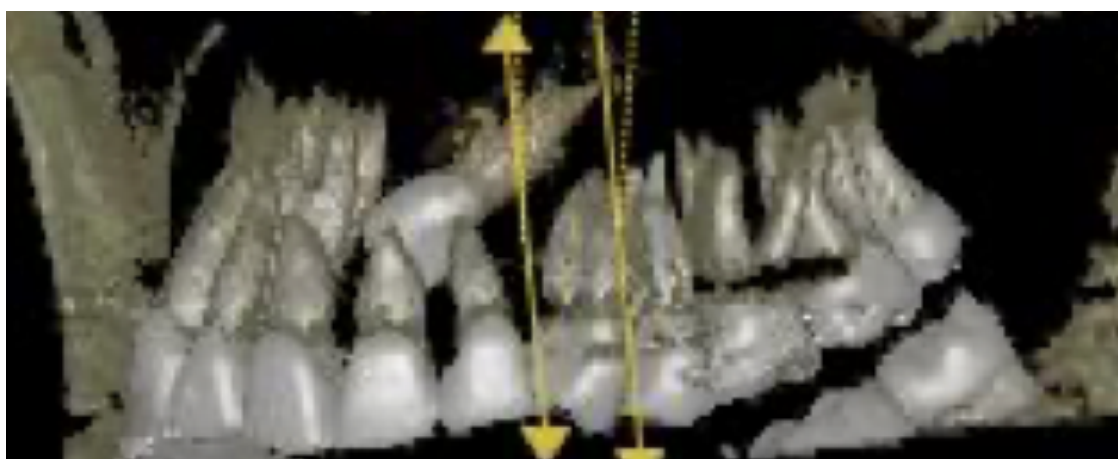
Ápice situado a la altura del primer premolar, CBCT en el mismo paciente, imagen 3D y axial.
